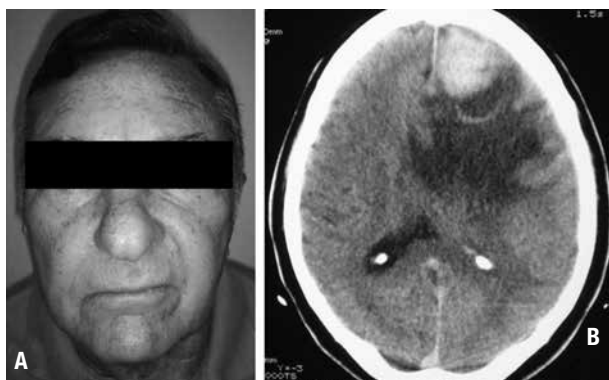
(A) Face inerte. Sulco nasolabial raso e rebaixamento do ângulo da boca à direita num paciente sem outros sinais de localização. Por causa desse achado, o paciente foi submetido ao exame de tomografia computadorizada com contraste (B), que revelou lesão hiperdensa arredondada captante do meio de contraste, circundada por halo hipodenso na região frontal esquerda. O estudo histopatológico revelou tratar-se de metástase de um carcinoma da tireoide operado há alguns anos.
